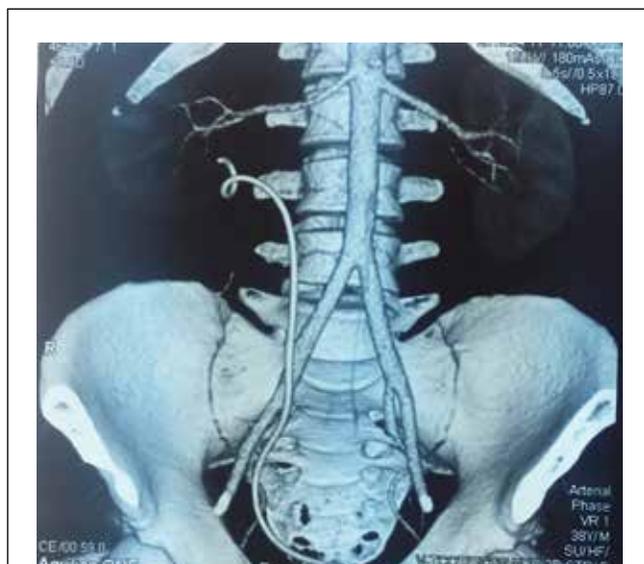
Мультиспиральная компьютерная томограмма. Артериальная фаза, 3D-реконструкция. Конкременты отсутствуют. Верхние мочевыводящие пути справа дренированы стентом.
